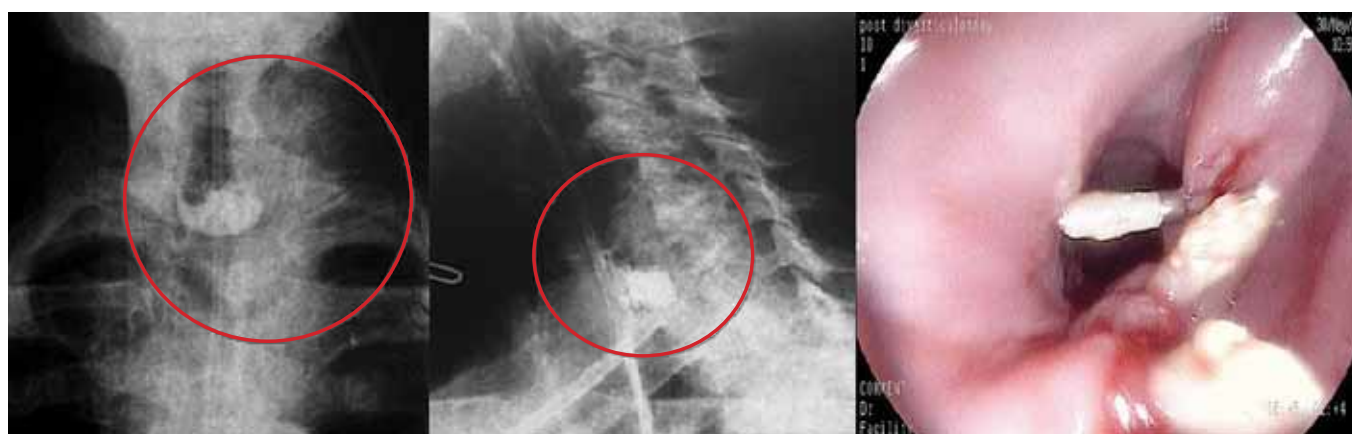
Контрольная рентгенография (прямая и боковая проекции) и эндофото при эзофагоскопии на 3-и сутки после эндоскопической дивертикуло-септотомии.
